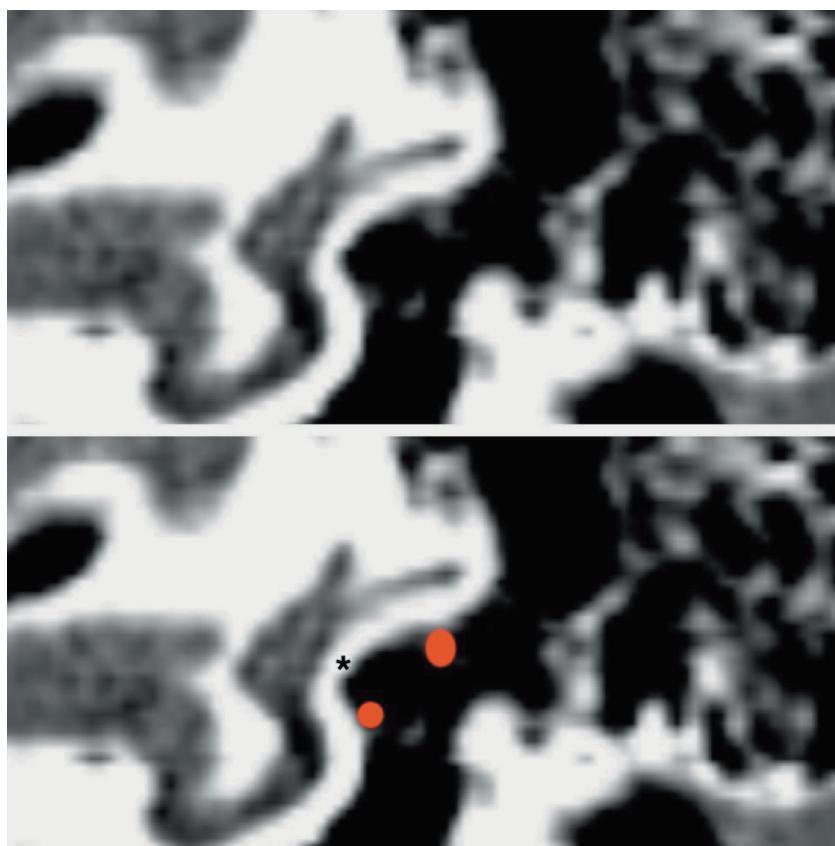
КТ-картина, коронарный срез. Раздвоенный лицевой нерв (один ствол проходит над нишей аплазированного окна преддверия, другой – под ним). Красным цветом отмечены стволы лицевого нерва. * – аплазированное окно преддверия
